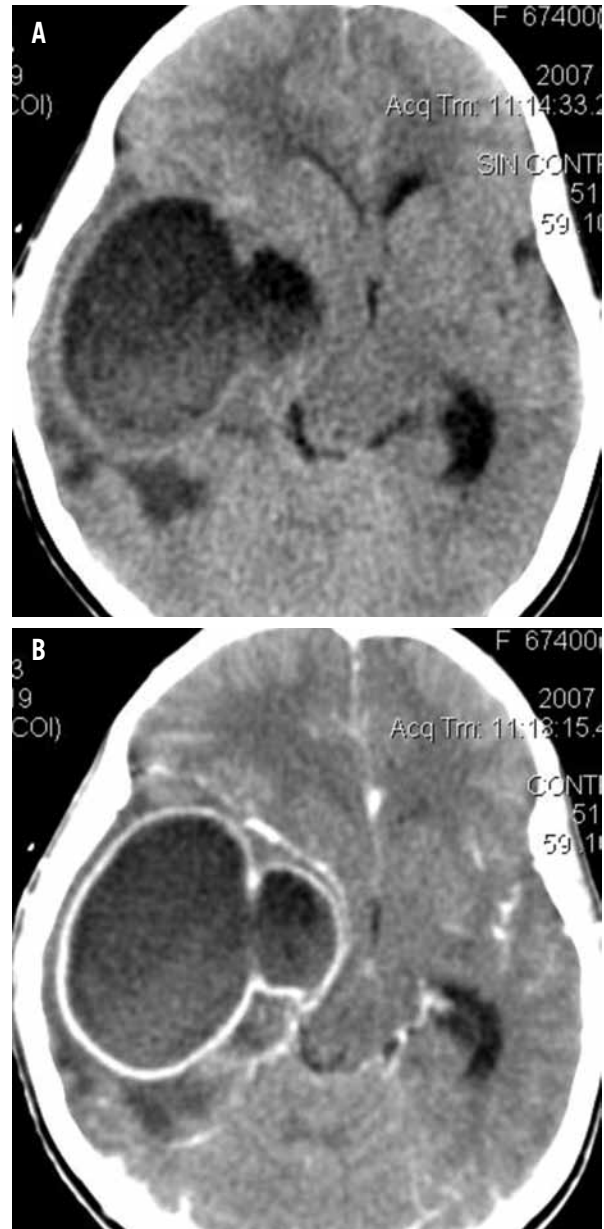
Tomografía cerebral. Absceso cerebral, de forma anular con satélite, pared delgada, bordes definidos y edema perilesional. A). Sin contraste (TCSC). B). Con contraste (TCCC).
